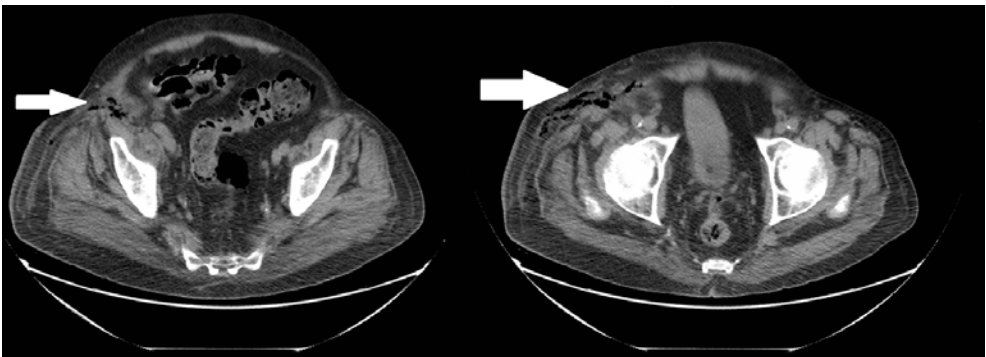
TAC abdomino-pélvico sin contraste (corte izquierdo a nivel de pala iliaca, corte derecho a nivel de articulación femoro-acetabular). Se observa la presencia de gas (flechas) a nivel de musculatura inguinal y muslo derecho proximal, así como en el tejido celular subcutáneo, compatible con fascitis-miositis necrotizante.
